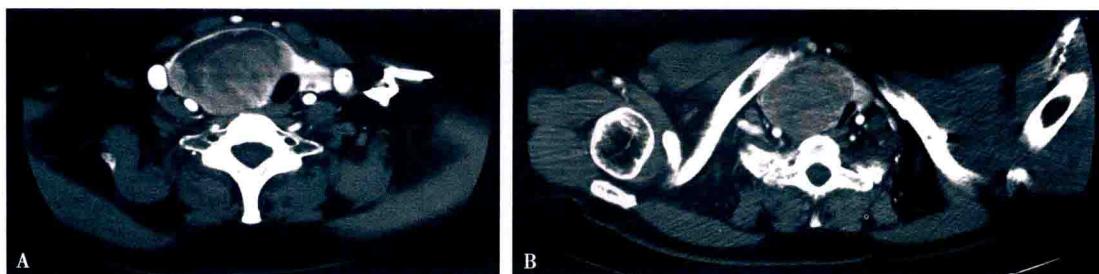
颈部增强CT示甲状腺右叶肿物部分伸入上纵隔
